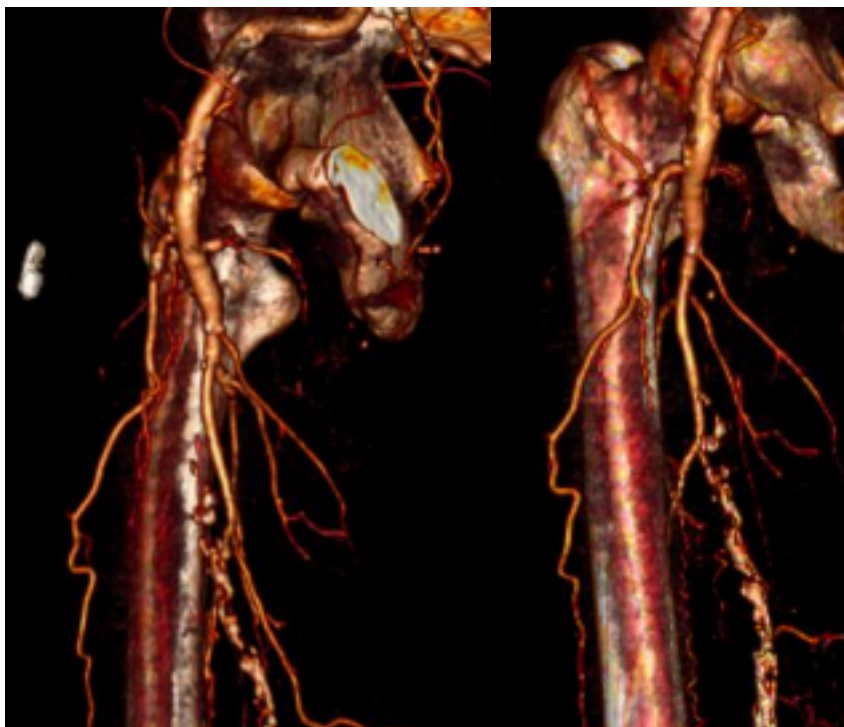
КТ-ангиография через 6 месяцев после реконструкции ГБА
